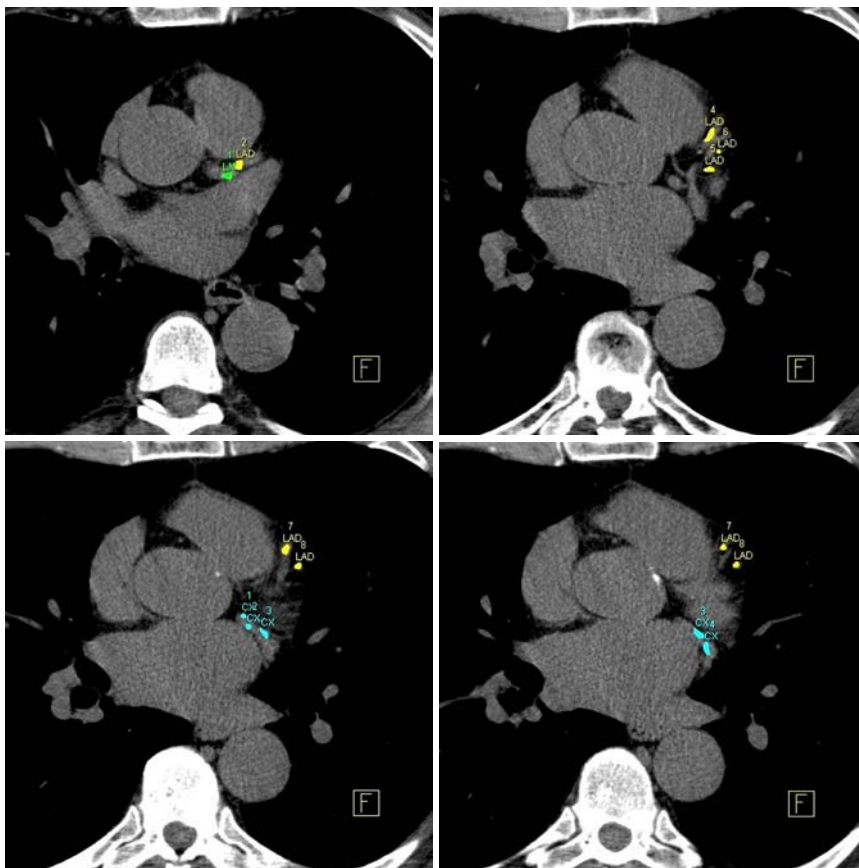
Herz-CT zur Bestimmung des koronaren Kalkscores. Bei dem 61-Jährigen mit arterieller Hyperonie erkennt man das Herz (grau) zwischen Sternum (oben) und Wirbelsäule (unten). In allen vier Schnitten sieht man mehrere kalzifizierte Plaques im Ramus interventricularis anterior (gelb), in den beiden unteren Schnitten auch kalzifizierte Plaques im Ramus circumflexus (türkis). Der Gesamtscore ist mit 921 absolut (> 300) wie auch relativ (> 75. Perzentile) erhöht und somit auch das Herzinfarktrisiko. Die Cholesterinwerte sind zwar akzeptabel, trotzdem ist ein Statin empfehlenswert.
